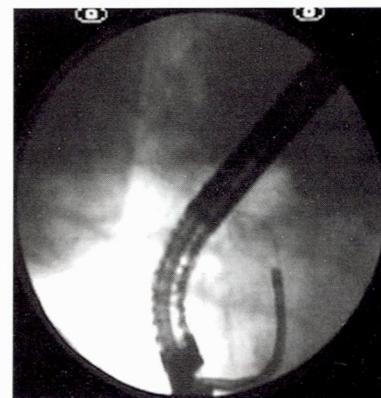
Конкремент захвачен в корзинку литотриптора (рентгенограмма)
